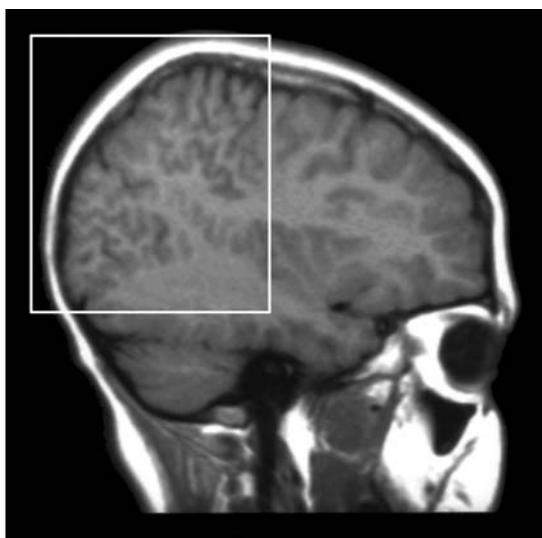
Corte sagital por resonancia magnética de un paciente afecto de polimicrogiria parieto-occipital. Obsérvese la presencia en el córtex de giros pequeños y numerosos.
